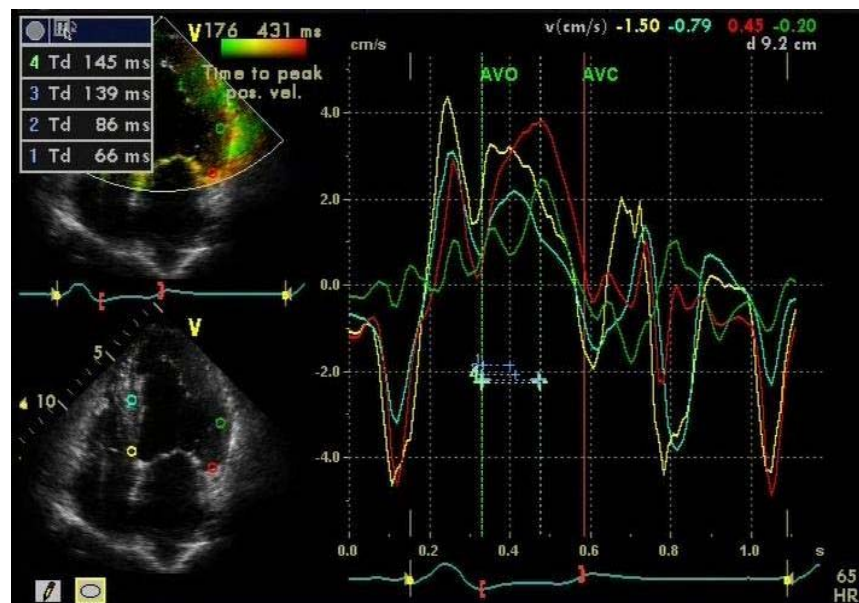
Exame do paciente nº 48. Técnica da TSI mostrando dissincronia entre as porções basal e medial das paredes ínfero-septal e ântero-lateral, analisadas no corte apical 4C. AVO: abertura da valva aórtica; AVC: fechamento da valva aórtica.
